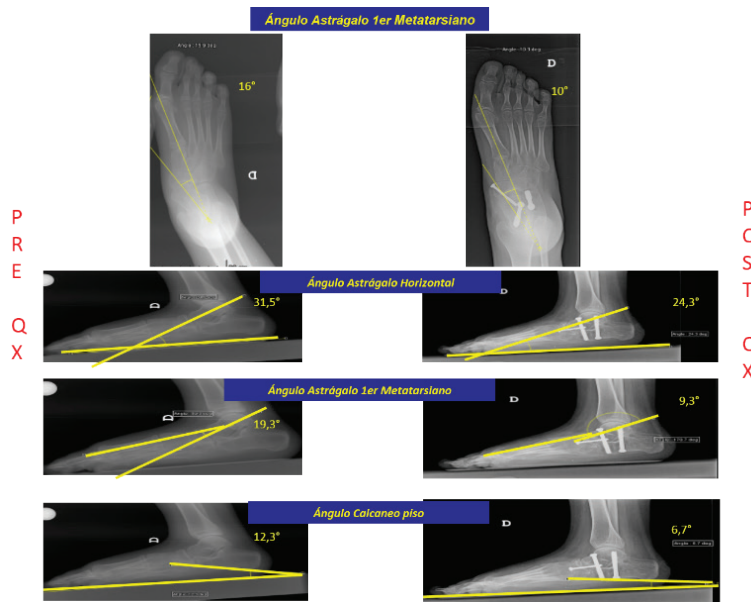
Radiografías AP y LAT con apoyo pre y post quirúrgico.
